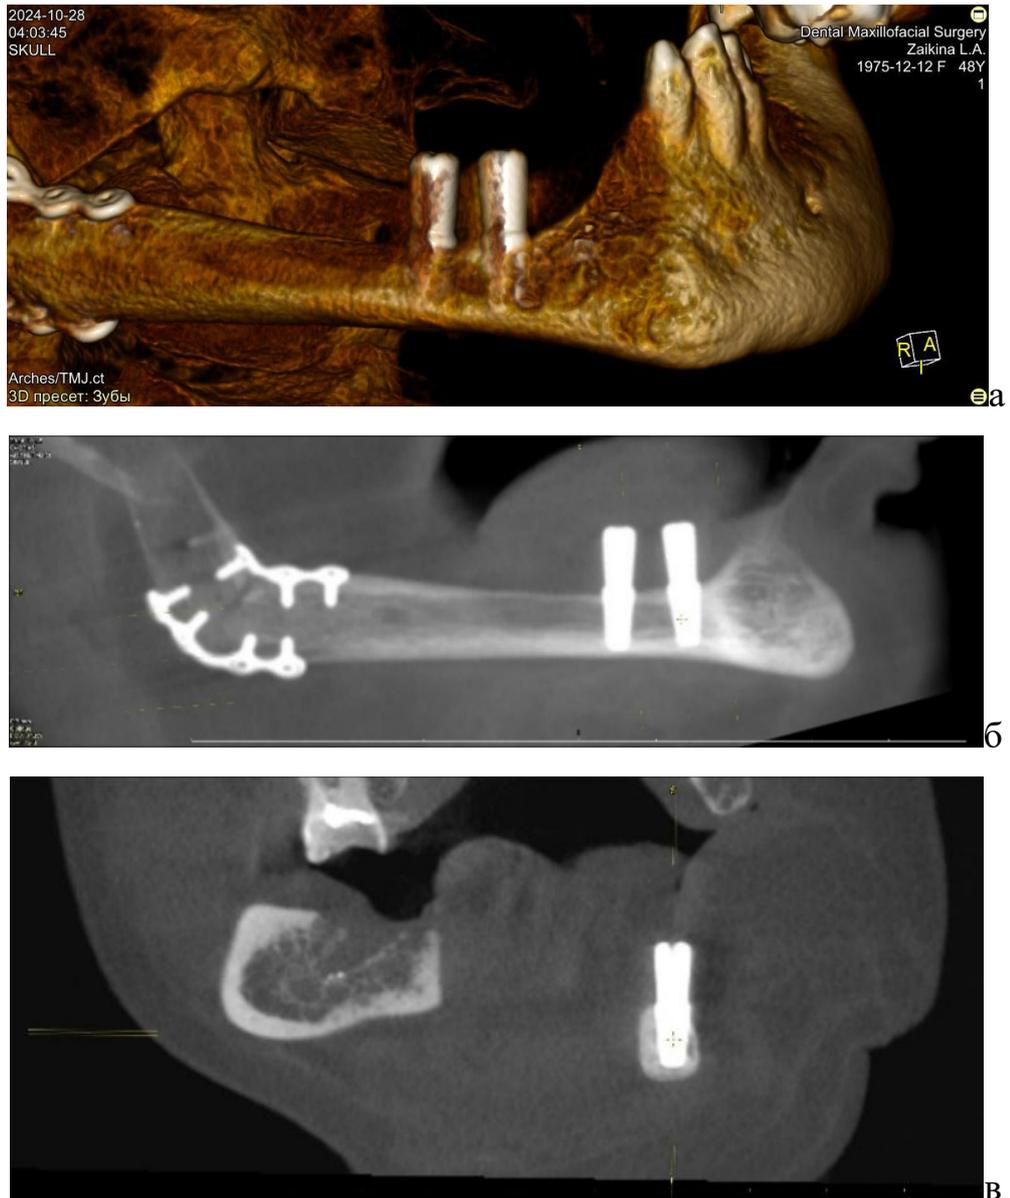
а,б,в - КТ-грамма пациентки до проведения ортопедического лечения
